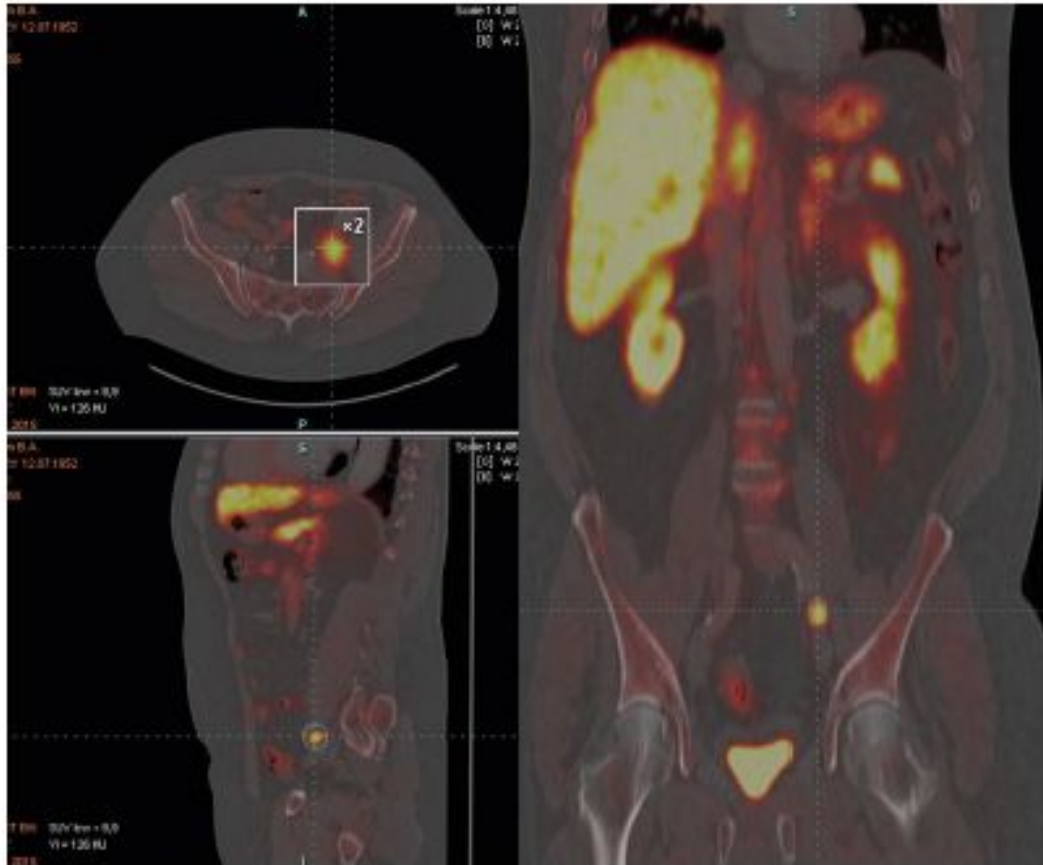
ПЭТ/КТ больного Б., 62 лет с лимфогенным прогрессированием заболевания после РПЭ от 09.2011 года.
